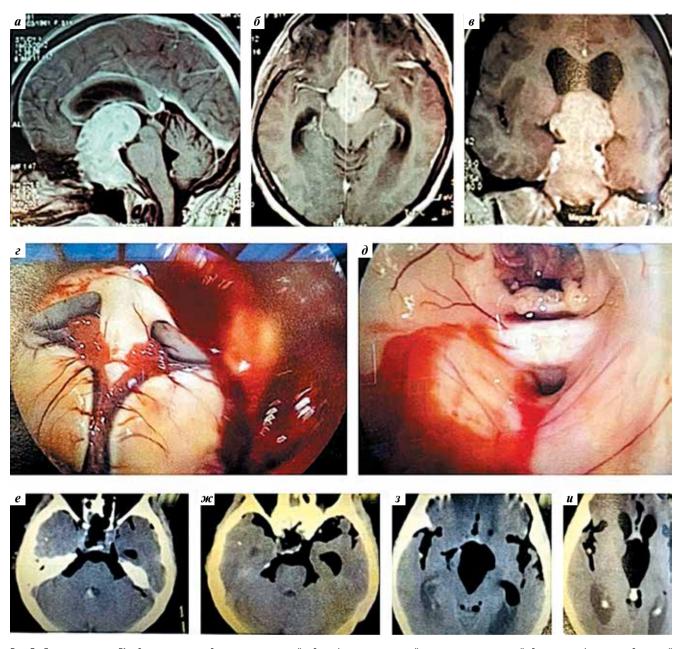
Данные пациента 51 года с клиническим диагнозом гигантской эндо-инфра-супраселлярной гормонально неактивной аденомы гипофиза, окклюдирующей оба отверстия Монро. Эндоскопическое эндоназальное удаление опухоли: а—в — магнитно-резонансная томография до операции: сагиттальная (а), аксиальная (б) и фронтальная (в) проекции; г, д — интраоперационные фотографии: на изображении видны отверстия Монро (г), вход в водопровод (д); е—и — компьютерная томография сразу после операции. Опухоль удалена тотально, геморрагических осложнений нет [5]
